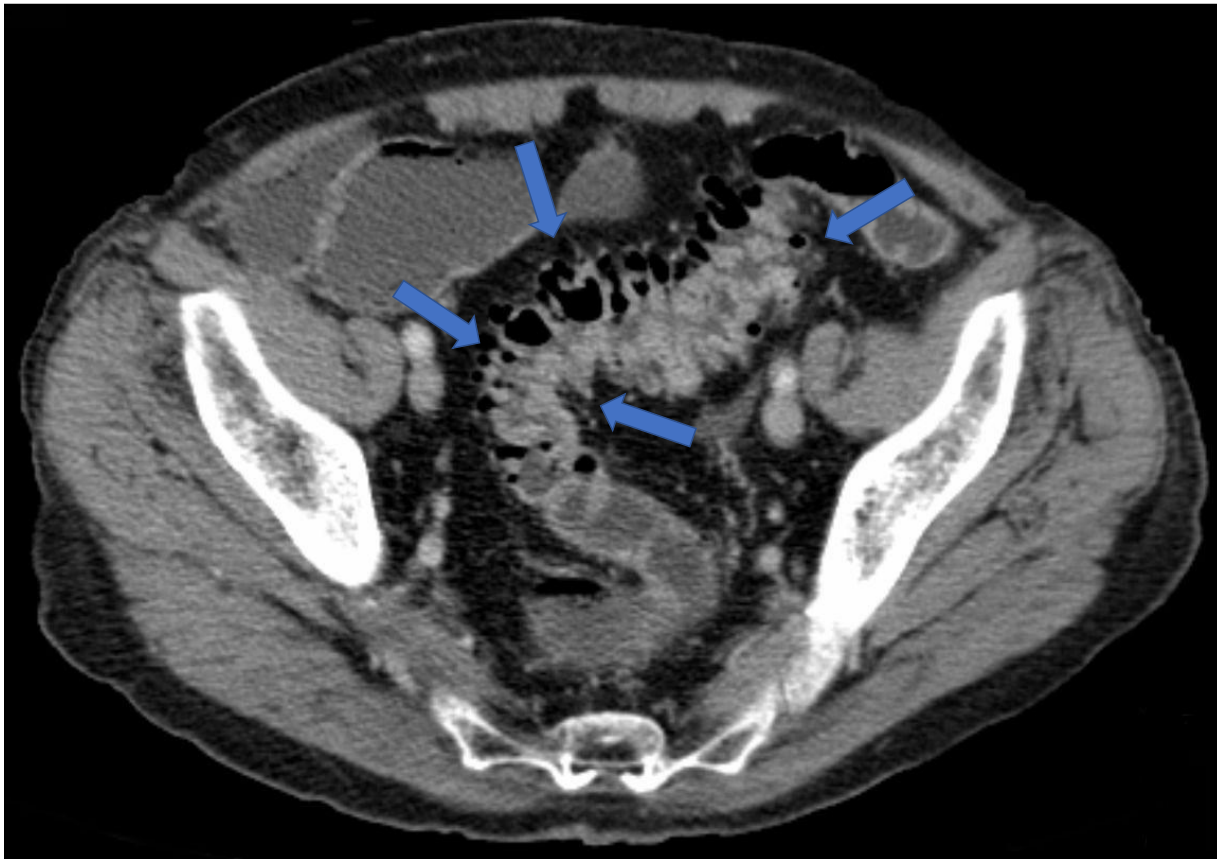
Abdomen CT mit reizloser Sigmadivertikulose (Pfeile)
